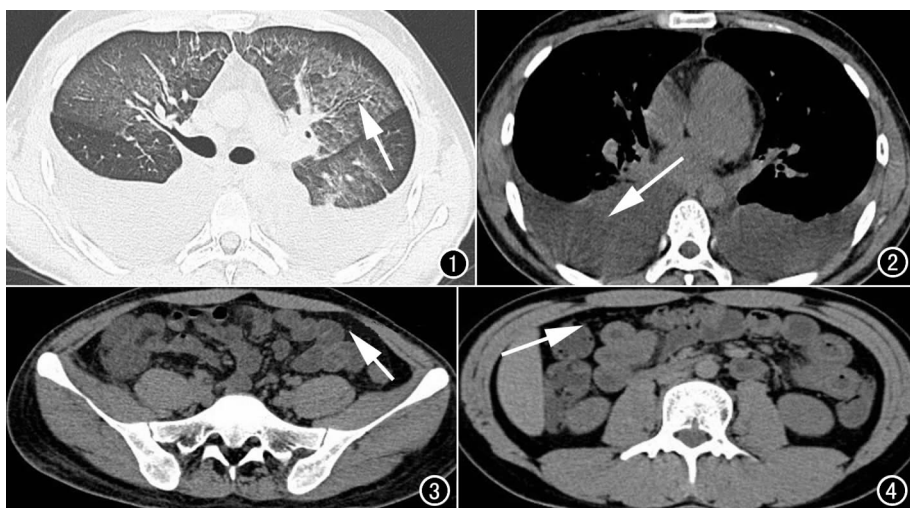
胸部CT肺窗示双肺多发磨玻璃样影,双下肺膨胀不全。
